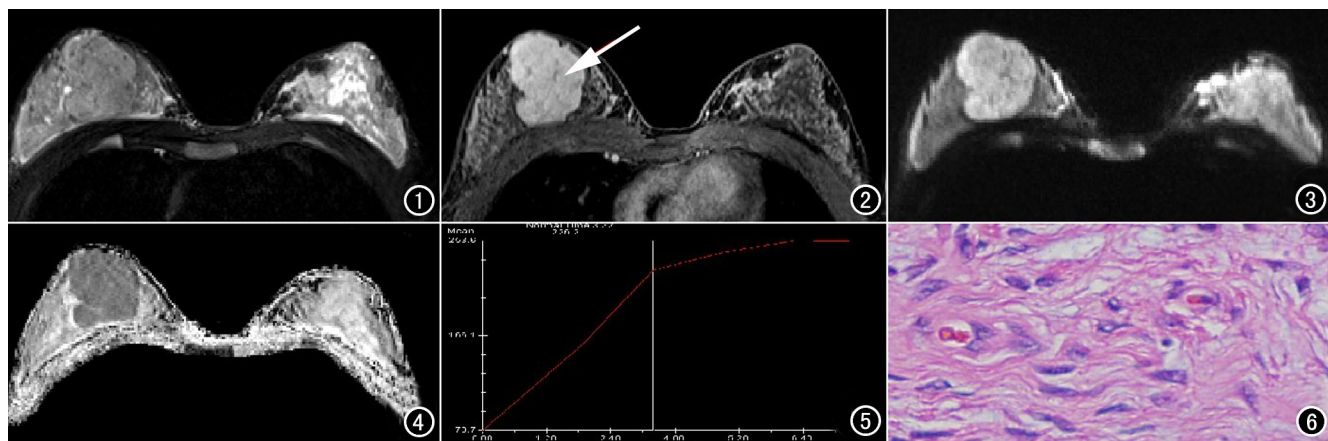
右乳上象限 T_2 压脂序列稍长 T_2 信号肿块, 浅分叶状, 边界清楚。图2 MR 增强示肿块样强化, 内见多发低信号纤维分隔(箭)。图3 DWI 示肿块呈稍高信号($b=800s/mm^2$)。图4 ADC 图示肿块呈低信号。图5 TIC 曲线呈上升型。图6 细胞间质丰富, 腺上皮普通型增生(HE, $\times 400$)。
